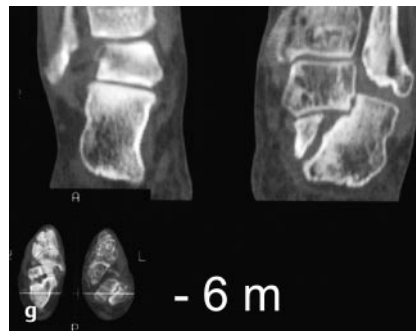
a bis g Übersehene 2-Teile-Luxationsfraktur, die initial wenig disloziert sein kann (a, b), aber immer als äußerst instabile Fraktur betrachtet werden muss (c, d). Luxation des Kalkaneuskörpers mit der posterioren Facette bis unter den Außenknöchel. Das CT mit der semikoronaren Schicht (e), der axialen Schicht (f) sowie der koronaren Ebene (g) zeigt die extrem fehlverheilte, da als solche nicht erkannte 2-Teile-Fraktur des Fersenbeines.
